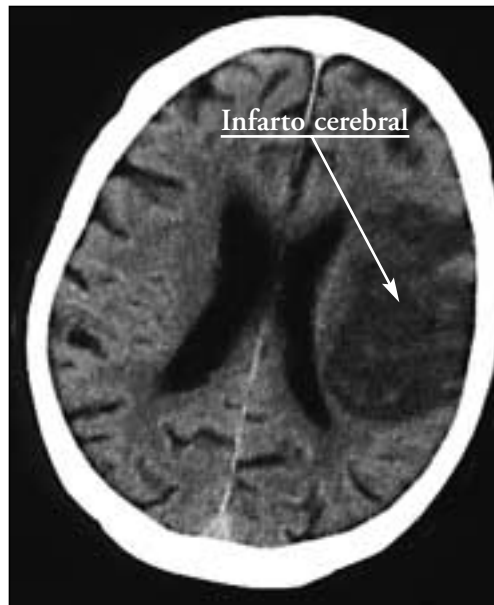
TAC craneal: imagen de infarto cerebral.
